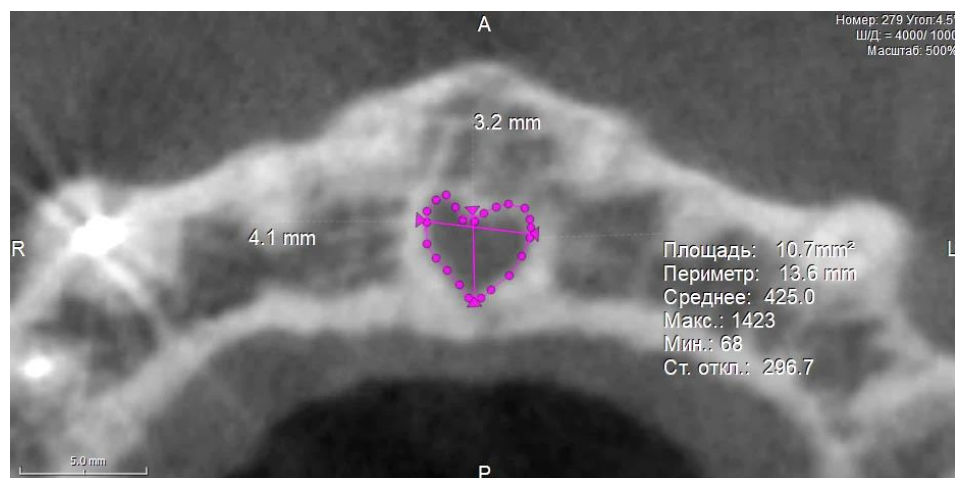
Аксиальный срез конусно-лучевой компьютерной томографии верхней челюсти в проекции переднего отдела твердого неба и резцового канала.
